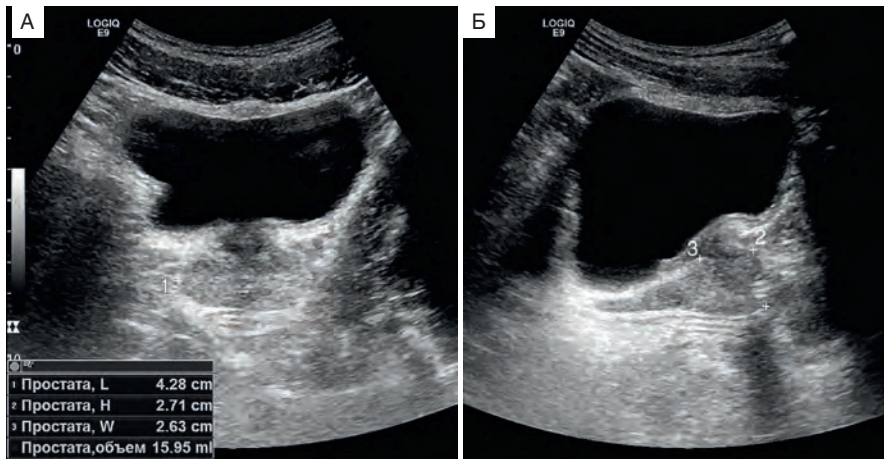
Измерение размеров предстательной железы при ТАУЗИ, В-режим: А — поперечное сканирование; Б — продольное сканирование; 1 — ширина; 2 — переднезадний размер; 3 — верхненижний размер
